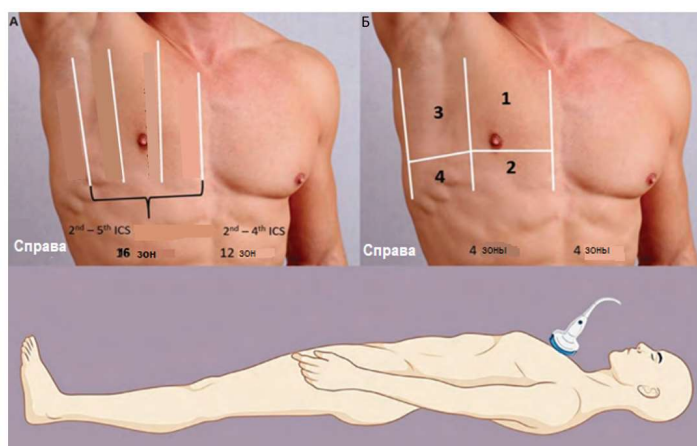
Техника УЗИ легких
